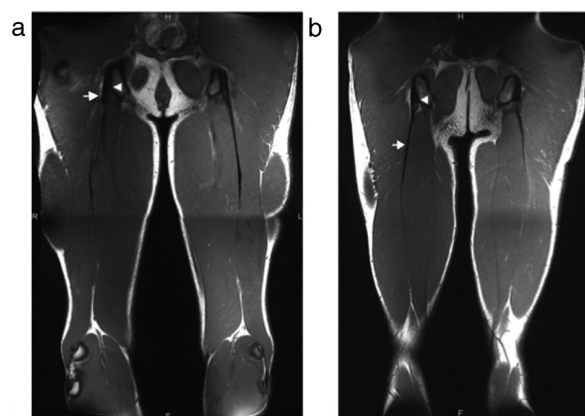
Es mostren imatges d'RM coronal en T1 d'un tendó lliure curt (a) i un tendó lliure llarg (b). Les puntes de fletxa mostren el marge més inferior de la tuberositat isquiàtica i les fletxes mostren el punt en què les primeres fibres musculars comencen a inserir-se en el tendó.
